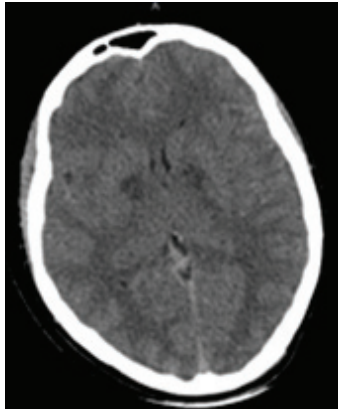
Больной Д., 25 лет. Первые сутки острого перорального отравления 1,4-БД,  $\alpha$ -PVP и метадонот тяжелой степени. МСКТ головного мозга. Билатеральное симметричное снижение плотности вещества головного мозга в области бледных шаров (отек)
